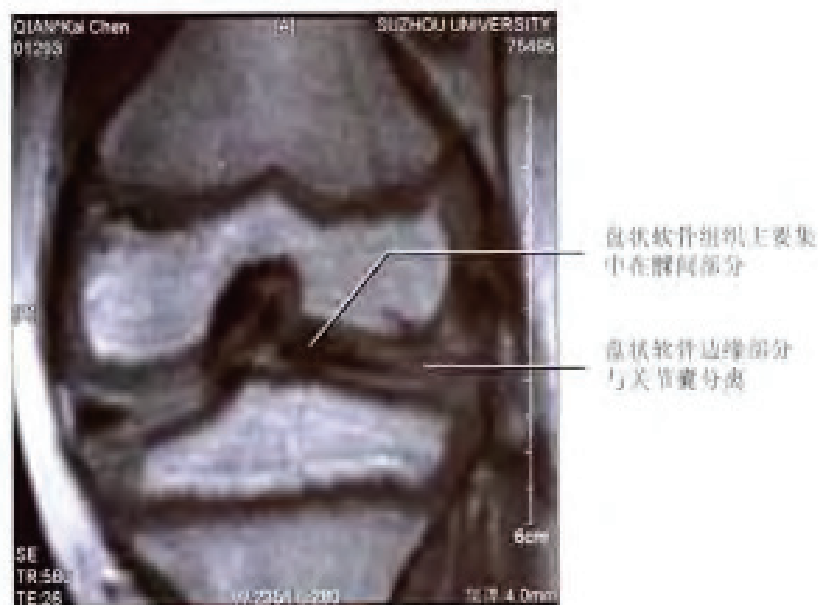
病例 17 MRI 图像 (冠状面)
